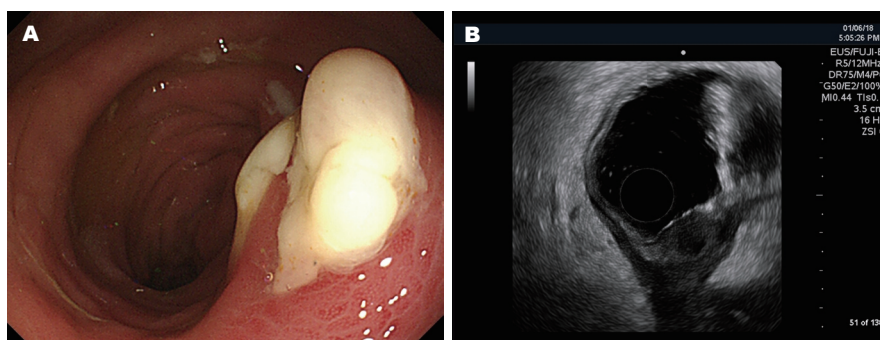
首次肠镜检查. A: 隆起表面表面有溃疡, 覆厚苔、干净, 周围炎症反应重; B: 超声内镜显示肠壁层次不连续, 肌层回声增厚.
